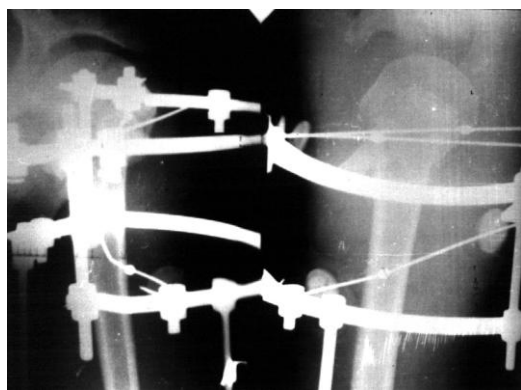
Рентгенограммы левого плеча больного М., 15 лет, после произведенного чрескостного остеосинтеза.
